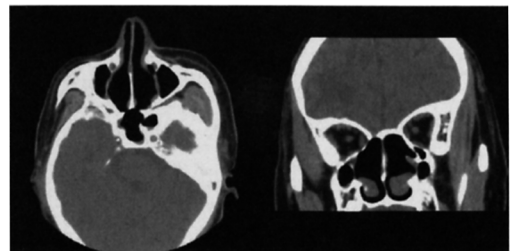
CT images on Day 670.
